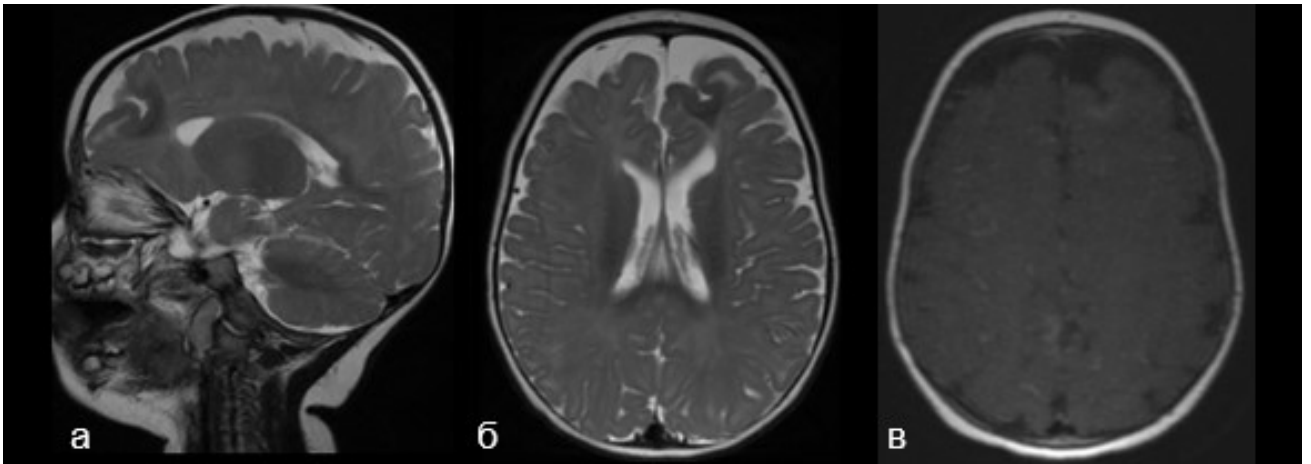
Пациентка Н., рутинная МРТ с контрастным усилением в 2-х месячном возрасте. На фоне общей структурной незрелости, определяется региональное нарушение сулькации, неравномерное утолщение коры полюса левой лобной доли с наличием «трансмантийного» распространения от стенки переднего рога бокового желудочка в импульсной последовательности, взвешенной по T2 (а, б). При контрастном усилении, патологического накопления контрастного агента в зоне интереса не определяется (в)
